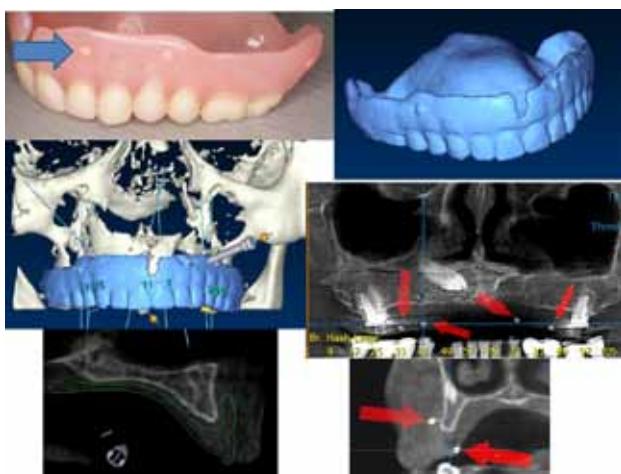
Početna radiografska analiza
